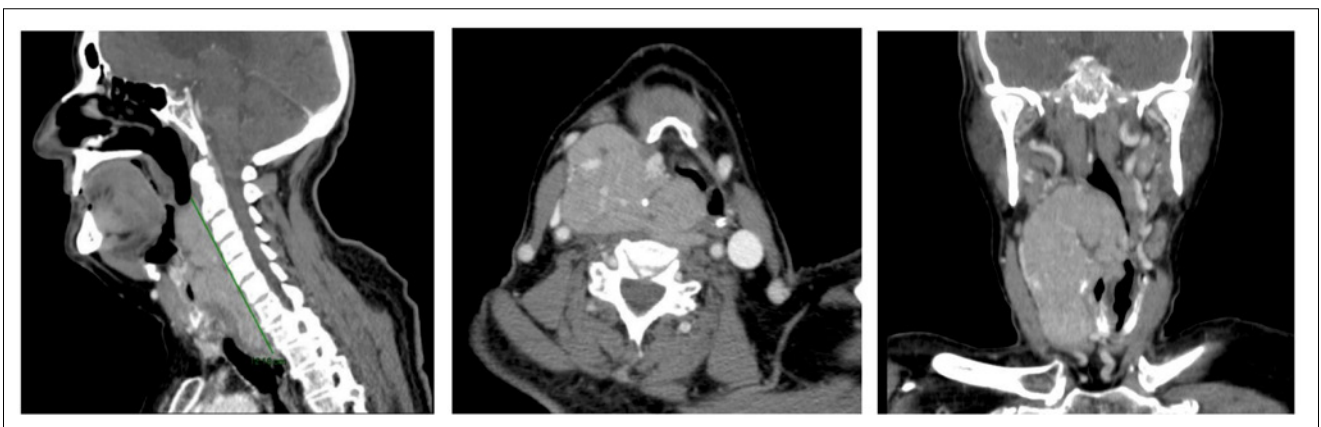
TC con contraste de cabeza y cuello. Lesión sólida, bien circunscrita, en espacio parafaríngeo derecho que desplaza considerablemente la vía aérea.
